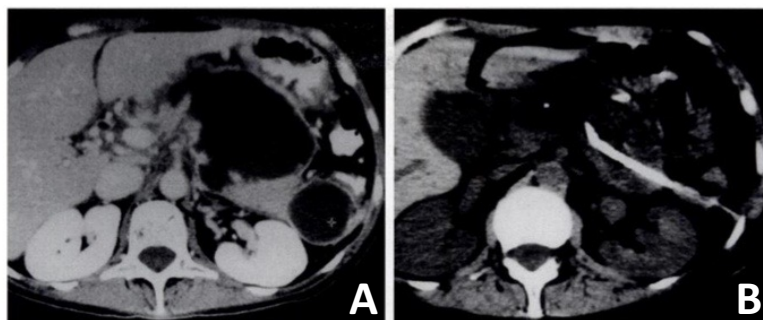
Drenaje de necrosis infectada en un paciente con Pancreatitis Aguda 8 semanas después de la presentación inicial. Anteriormente, se había observado necrosis pancreática en el cuerpo del páncreas. A, la TAC con contraste muestra una colección quística bien formada en el cuerpo y la cola del páncreas que ha evolucionado a partir de la necrosis. Se colocó un catéter único en el quiste por aproximación pararenal. B, la TAC obtenida después de la colocación del catéter muestra una disminución considerable del tamaño de la colección. El drenaje percutáneo en esta área fue exitoso.
